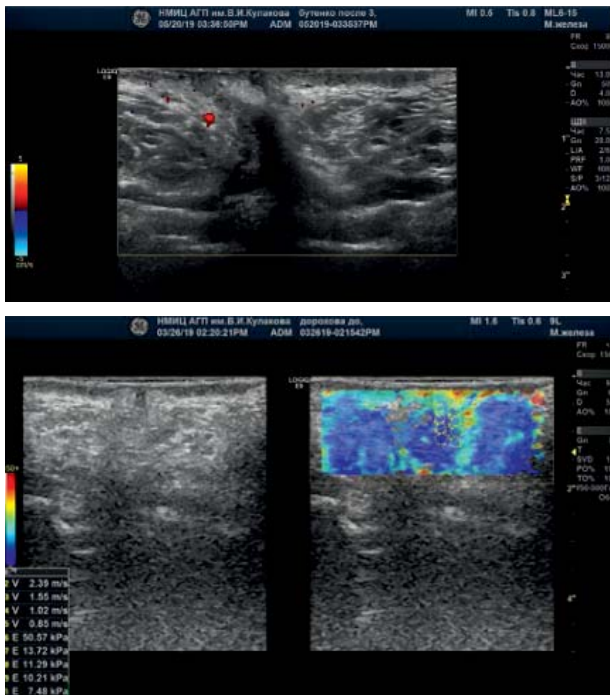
УЗИ области вульвы до проведения карбокситерапии. Визуализация больших половых губ, области клитора, прилегающих тканей. 1–2. Эхограммы. Режимы ЦДК, КСЭГ
